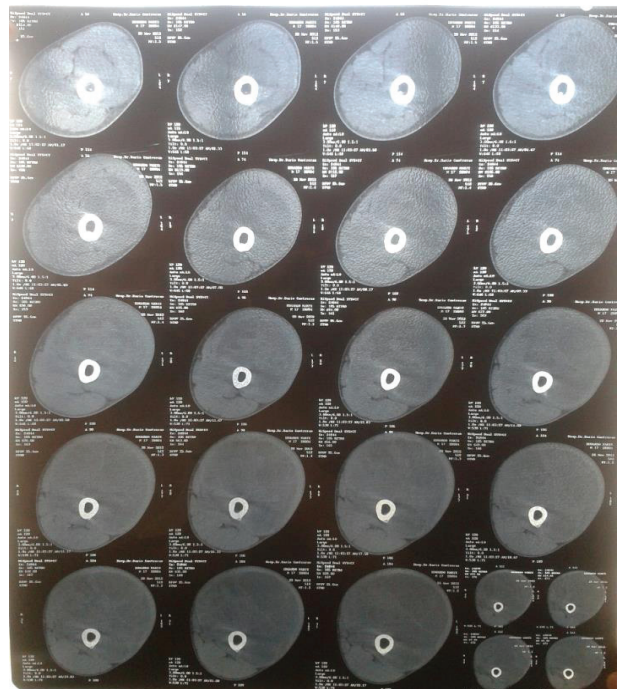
Tomografía Axial Computarizada de miembro inferior izquierdo en región anterior del muslo. Visualizándose masa solida con bordes regulares.
